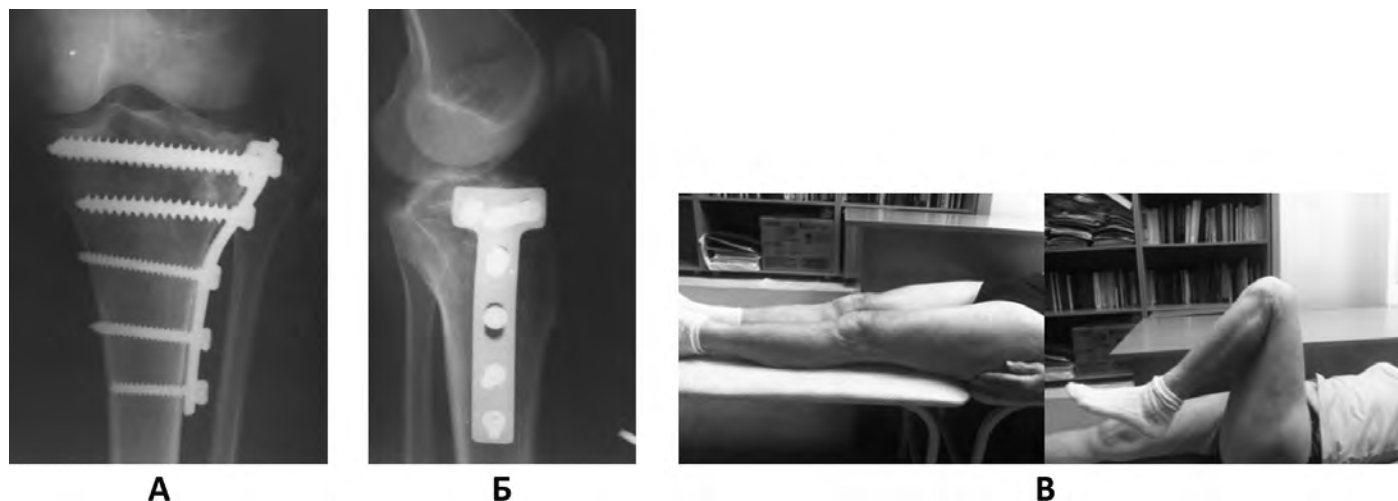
Рентгенограммы коленного сустава в прямой (а) и боковой (б) проекциях больной Ф., 76 лет, через 12 месяцев после операции: отмечается консолидация перелома большеберцовой кости в правильном положении, вторичная импрессия отсутствует; на рисунке (в) показан внешний вид нижней конечности и объем движений больной.
